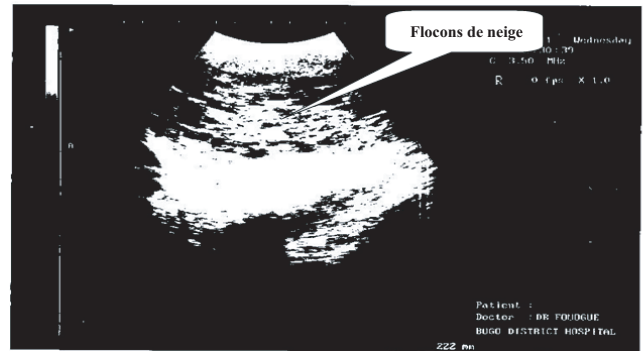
Aspect échographique du contenu utérin avant curetage.
